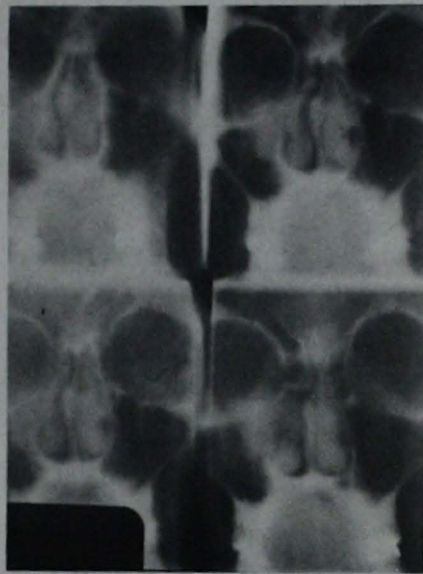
Tomografía anteroposterior que demuestra lesión tumoral de la nariz, el seno maxilar derecho y el etmoides.
